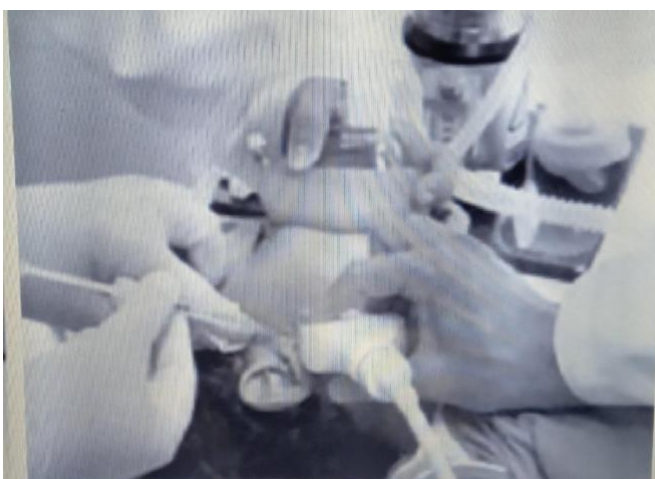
Aplicação de toxina botulínica nas glândulas parótidas e submandibular direita, guiada por ultrassonografia, sob sedação.
